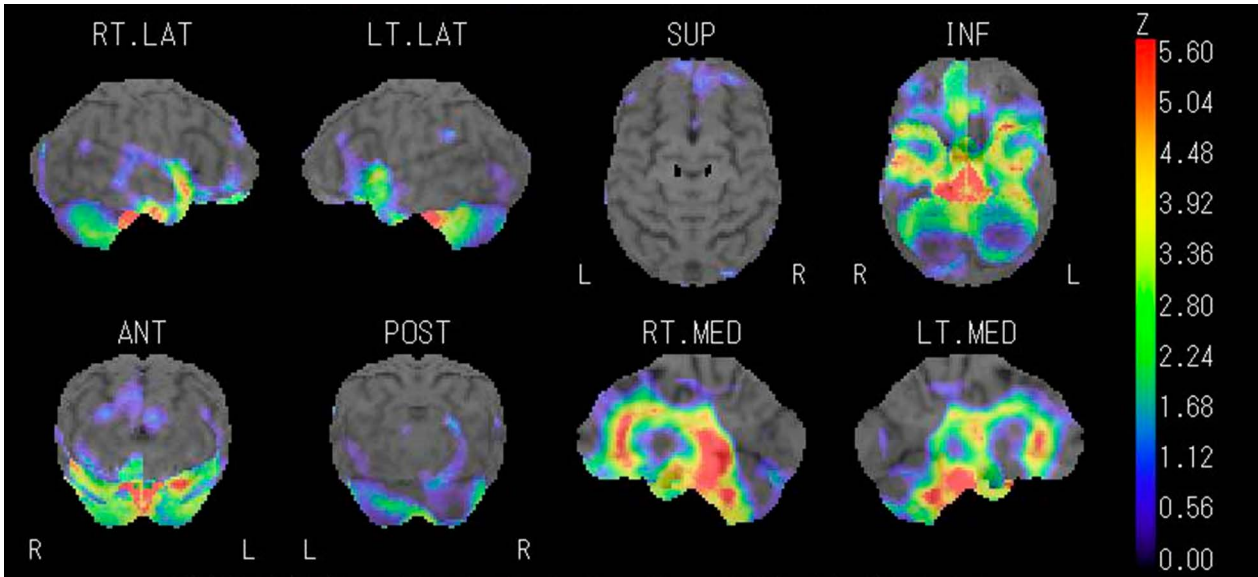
3-dimensional stereotactic surface projection (3DSSP) single-photon emission computed tomography (SPECT) findings in the brain. *N*-isopropyl- $p$ - $^{123}\text{I}$ -iodoamphetamine ( $^{123}\text{I}$ -IMP) SPECT images show reduced uptake in the brainstem, bilateral cerebellum, anterior region of the temporal lobes, and medial aspect of the frontal lobes.
